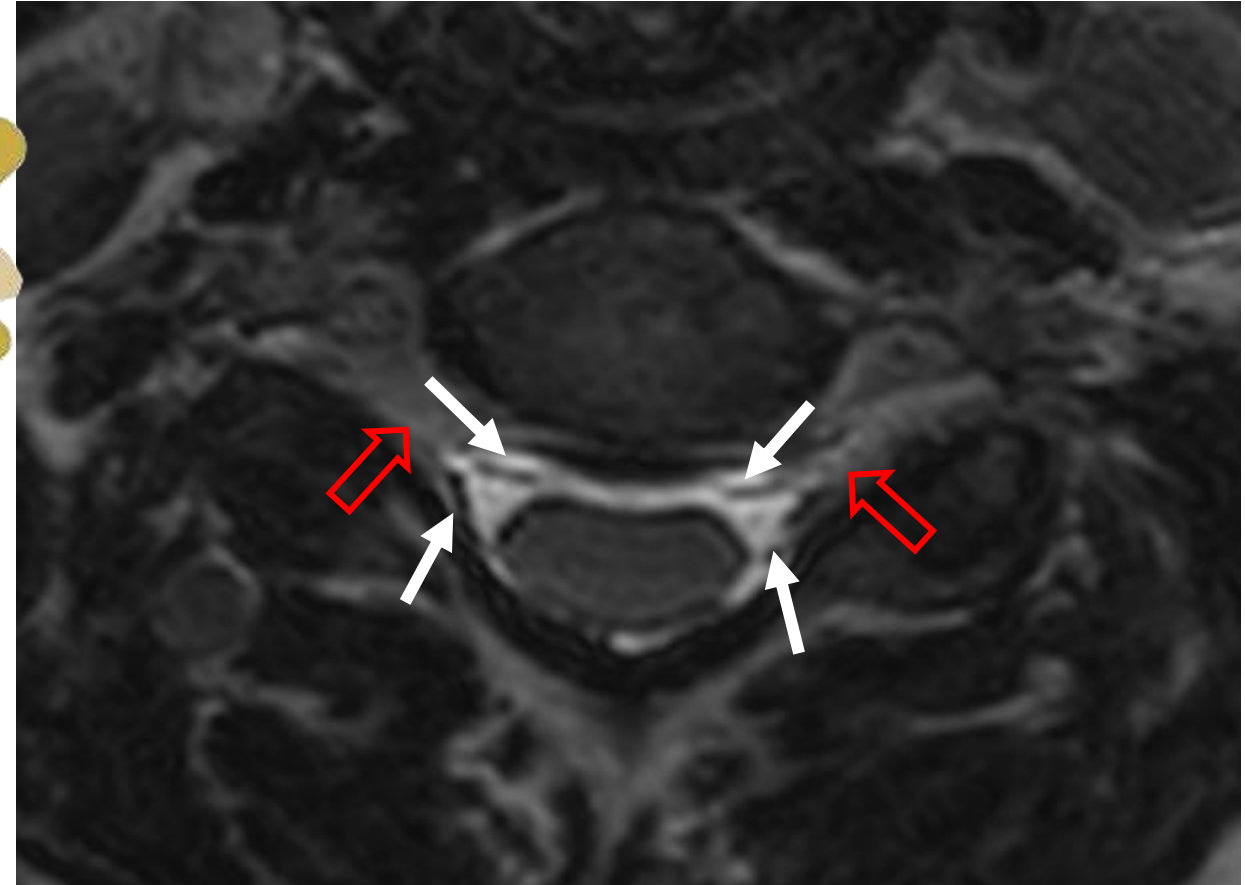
RM cervical axial T2W: Las raicillas anterior y posterior (flechas sólidas blancas) se combinan para formar una raíz (flecha abierta roja) que sale del foramen neural.
